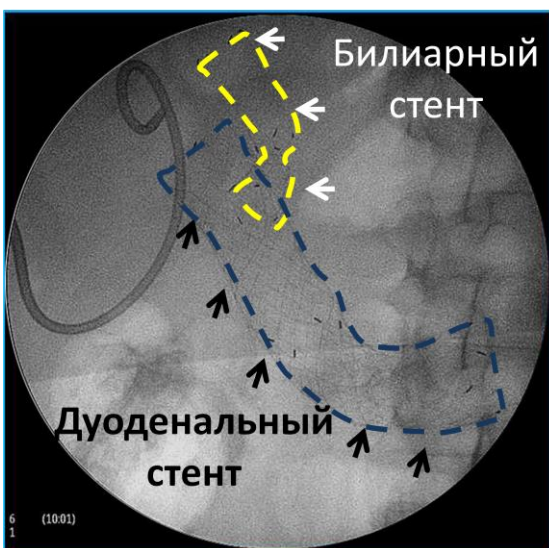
Рентгенограмма Желтый контур – билиарный стент Синий контур – дуоденальный стент
